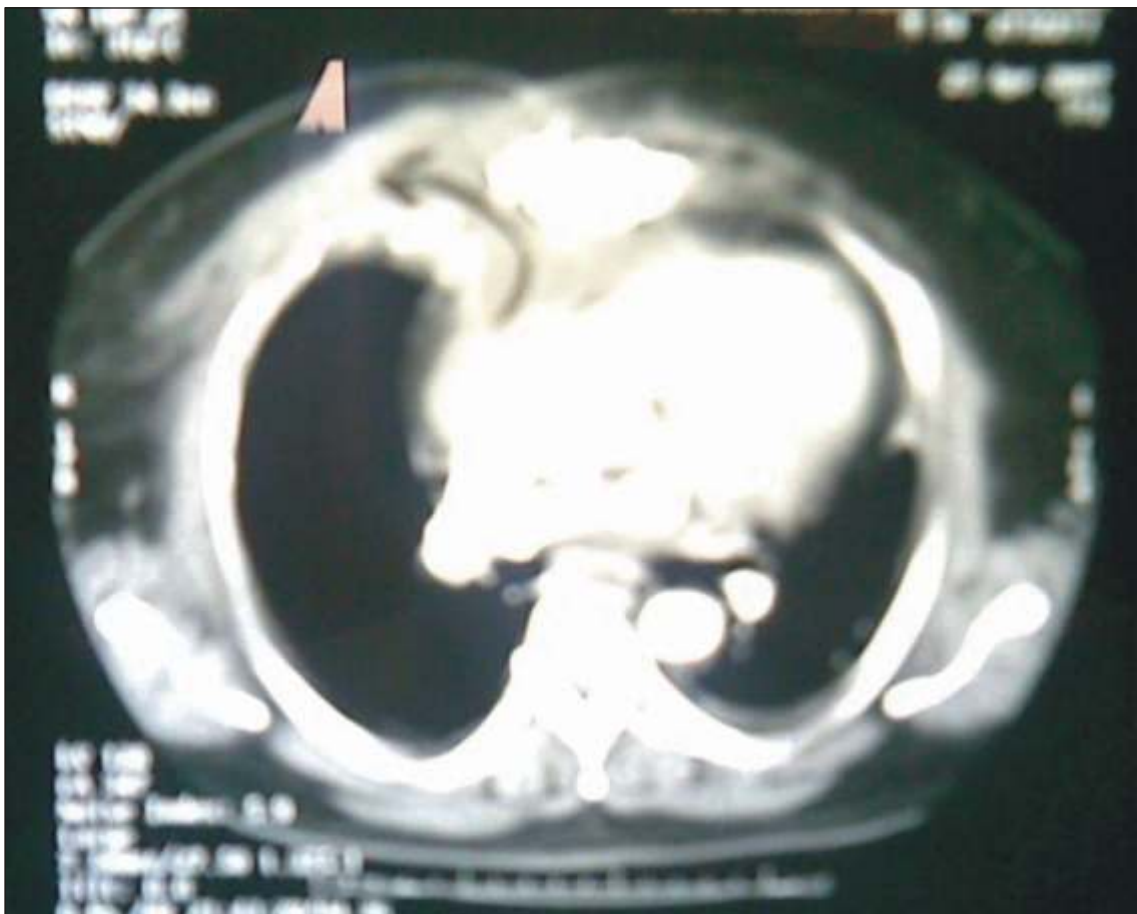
Tomografia computadorizada multislice de alta resolução mostrando coleção retroesternal que ultrapassa o plano do acesso cirúrgico, se dispondo na parede anterior à direita.
